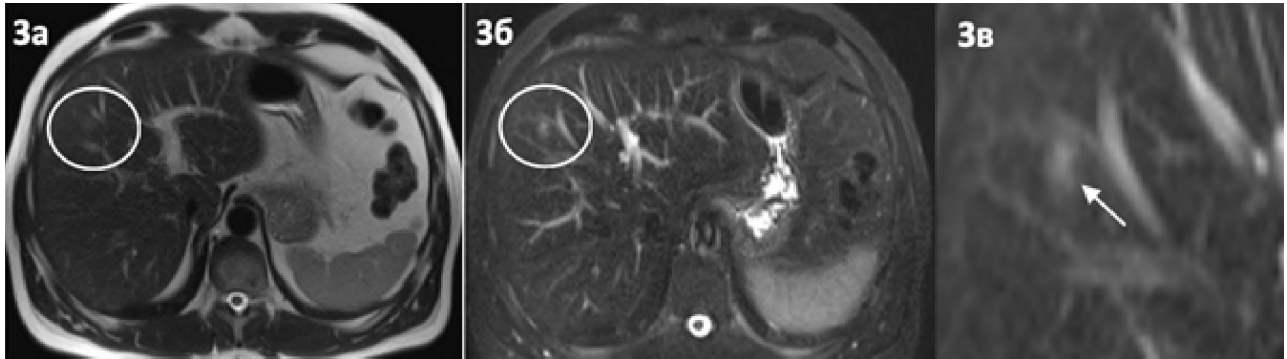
МРТ, нативные изображения (зона интереса обведена): а — T2-ВИ, очаг характеризуется незначительным повышением сигнала; б — T2-FS ВИ, очаг визуализируется чуть более контрастно; в — T2-FS ВИ (прицельное изображение зоны интереса), очаг отмечен стрелкой
